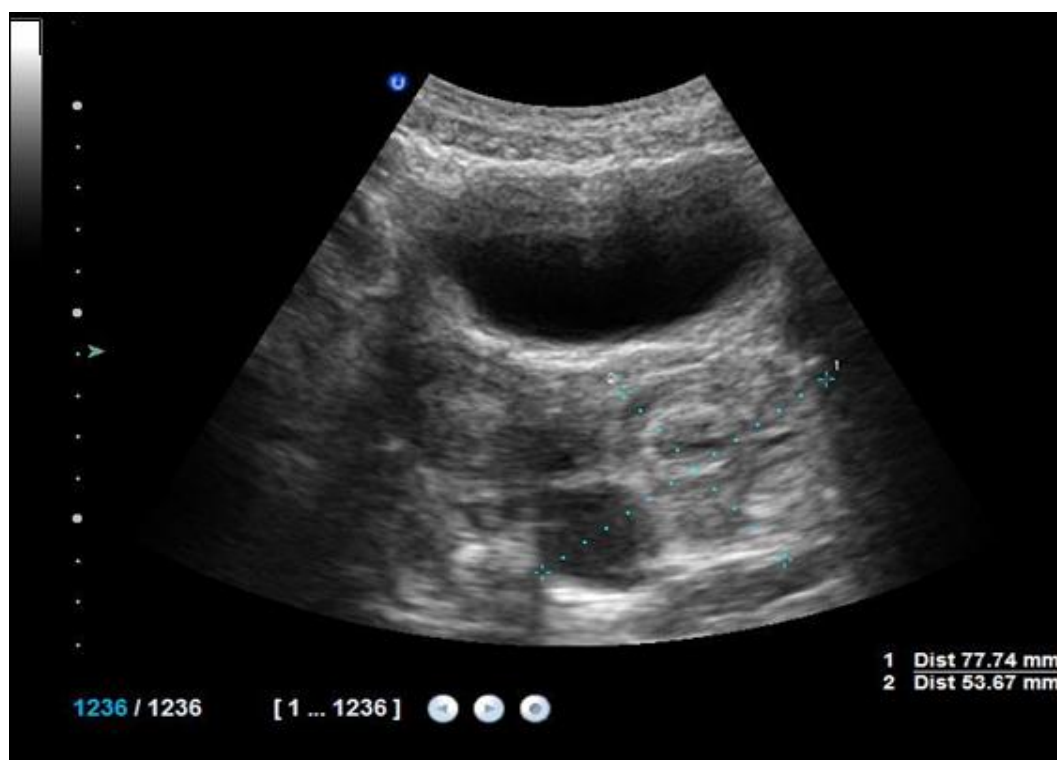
Image échographique objectivant la présence d'une image échogène hétérogène mal systématisée faisant 77 x 53mm avec une composante anéchogène centimétrique. (Cas clinique 3)
